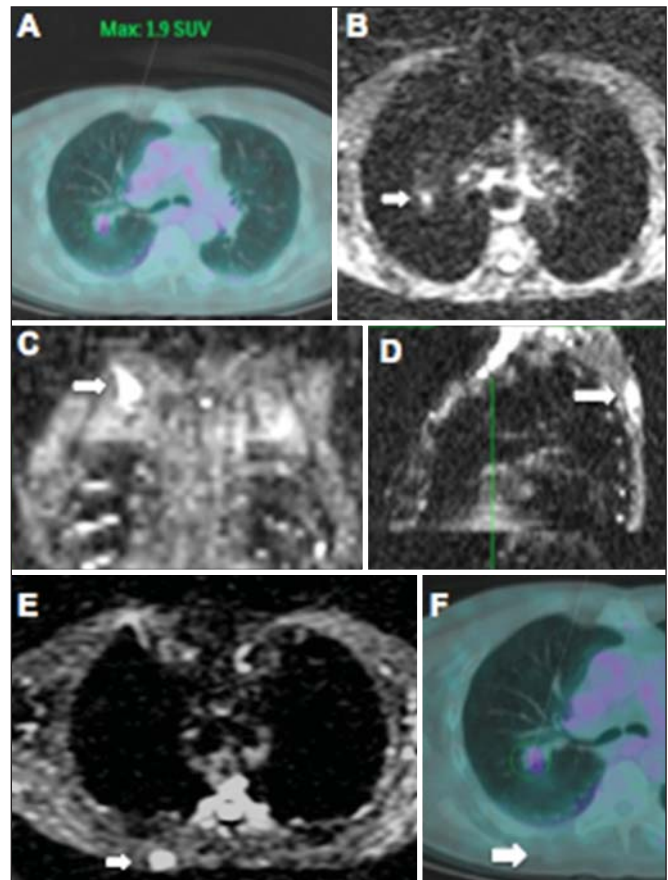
Paciente do sexo masculino, 69 anos, com nódulo sólido, espiculado no lobo superior direito detectado incidentalmente no exame radiográfico e com diagnóstico histológico de adenocarcinoma. No exame de PET/CT (A) havia apenas captação anormal de FDG na lesão, sem sinais de metástases intratorácicas ou a distância. O exame de RMCI (B) demonstrou hipersinal irregular na lesão pulmonar e na região da musculatura dorsal, identificado em C, D e E, este último não evidenciado pelo PET/CT (F). A biópsia confirmou o diagnóstico de metástase de adenocarcinoma pulmonar.
